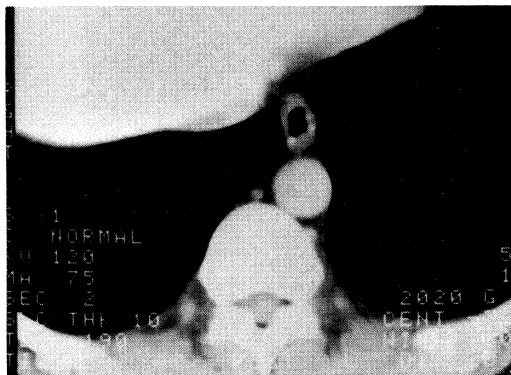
A CT-scan of the lower esophagus demonstrates irregularity of the esophageal lumen and tiny high-density spots in the wall in case 1.
